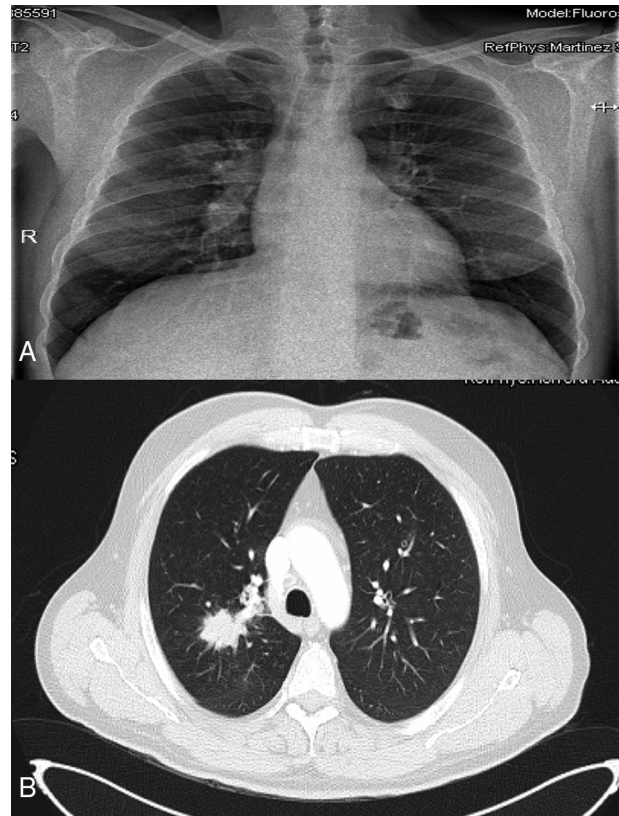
A) Radiografía de tórax: masa en lóbulo superior derecho. B) Tomografía axial computarizada, con contraste oral e intravenoso, donde se observa una masa mal definida de contornos espiculados, que se extiende desde la región hilar derecha con obstrucción del bronquio del LSD y del bronquio para el segmento posterior, de 50 x 27 mm en plano axial, asociado a adenopatías hiliares derechas.
